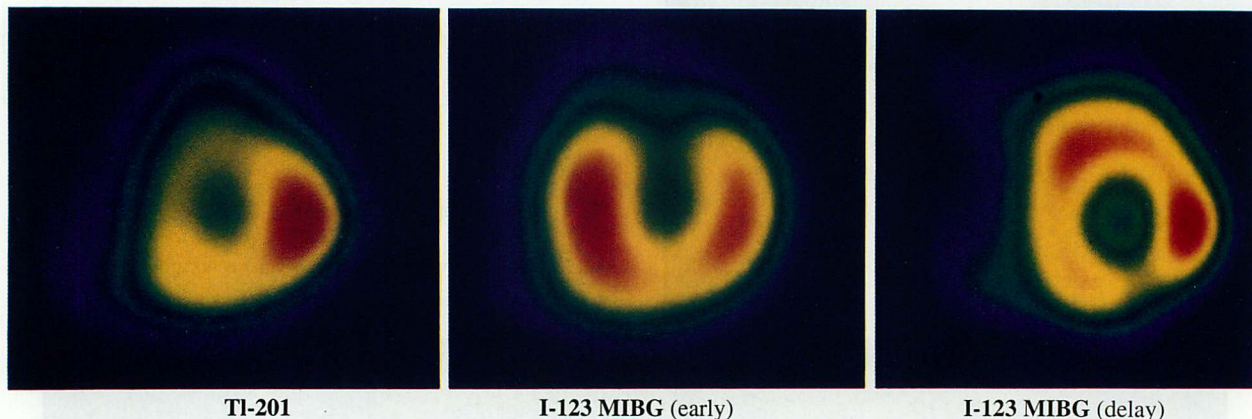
Myocardial SPECT using thallium (Tl)-201 and iodine-123 metaiodobenzylguanidine (MIBG)
